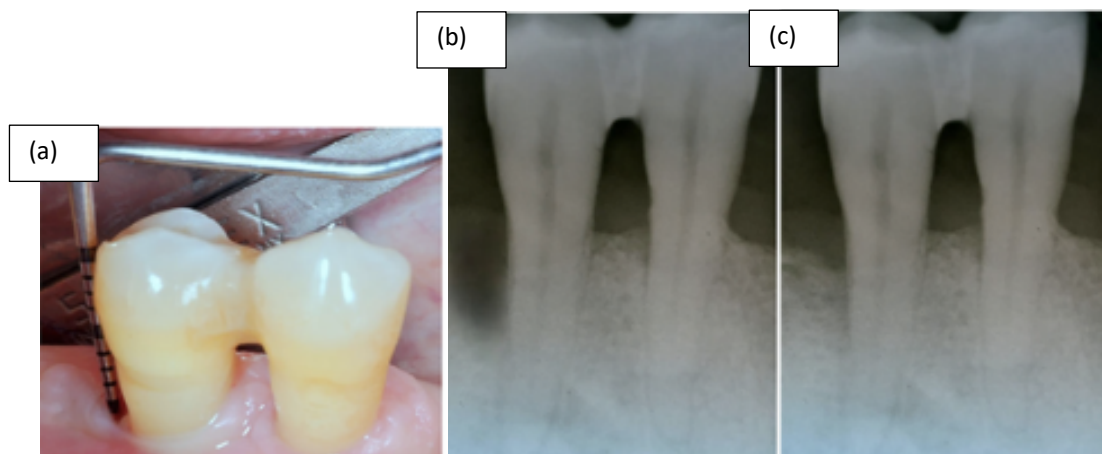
Sondaje después de 12 meses (A), radiografía antes de la cirugía (B) y radiografía 12 meses postcirugía (C). (35)
